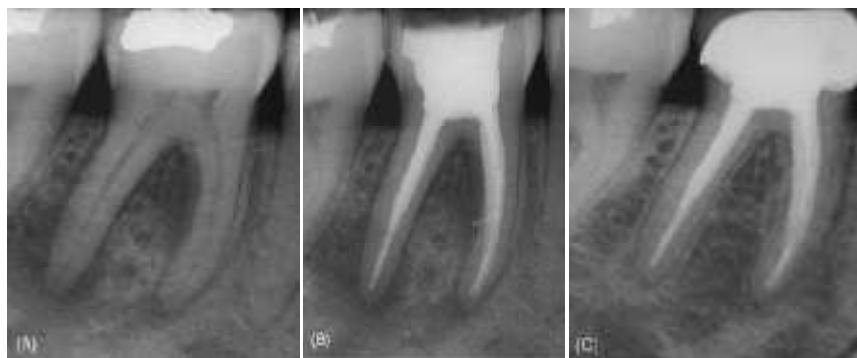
Radiografías de una lesión endodóntica primaria. ^{1,14,15}
